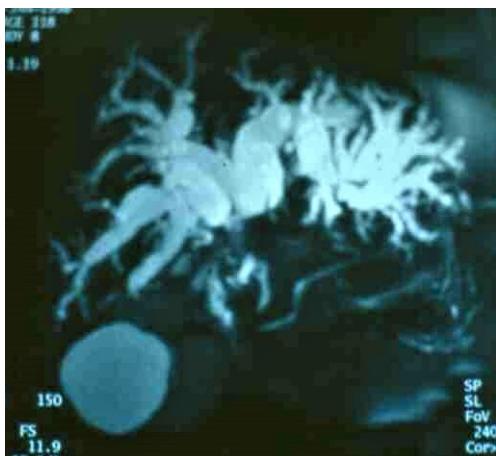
Colangio carcinoma hiliar (Tumor de Klatskin). Imágenes de dilataciones biliares. Colangioresonancia.
